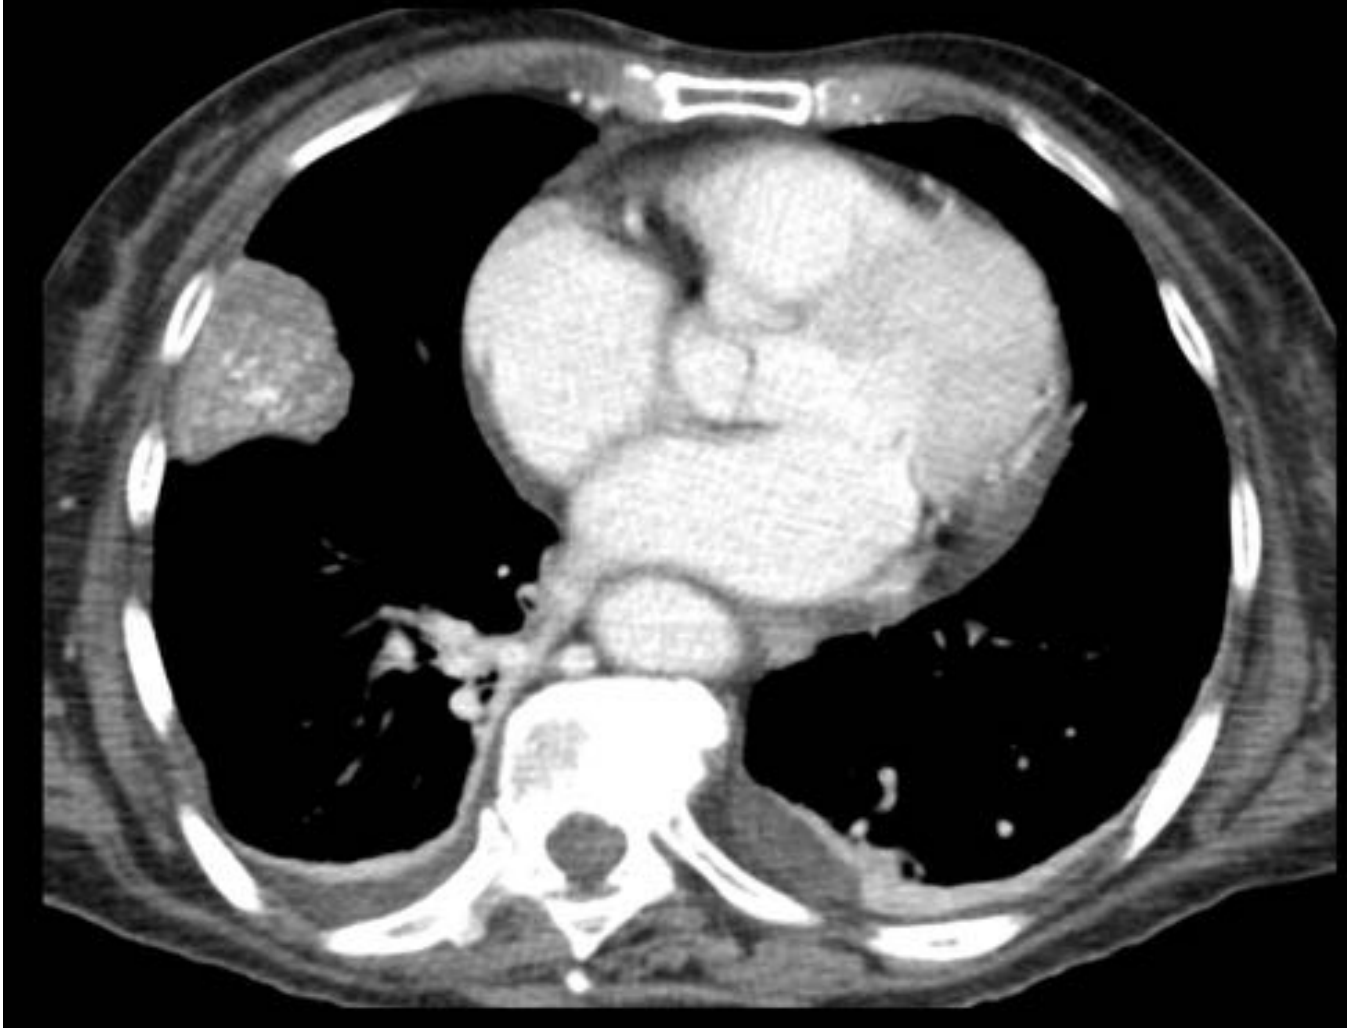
Metástasis con Calcificaciones. Mujer de 88 años de edad con metástasis pulmonar de adenocarcinoma de colon. Corte axial de TC. Masa con múltiples calcificaciones difusas y de morfología irregular en su interior.
